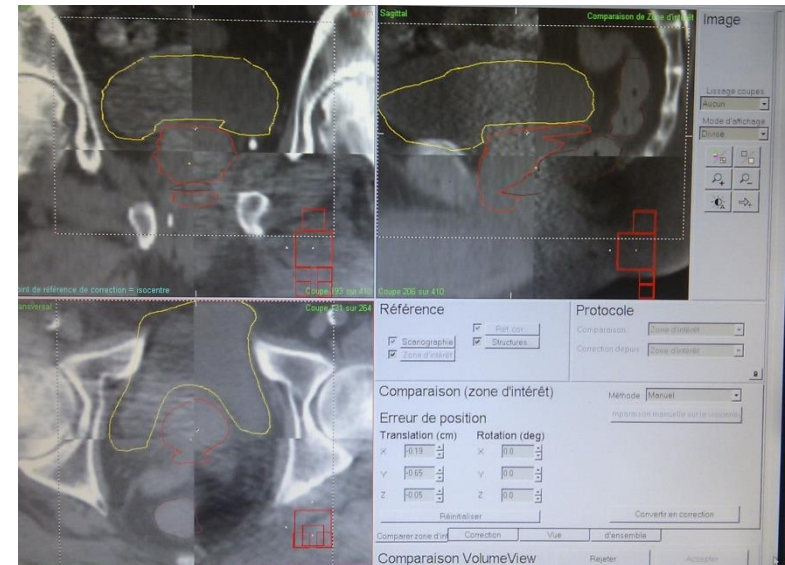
Recalage CBCT/CT sur XVI®
